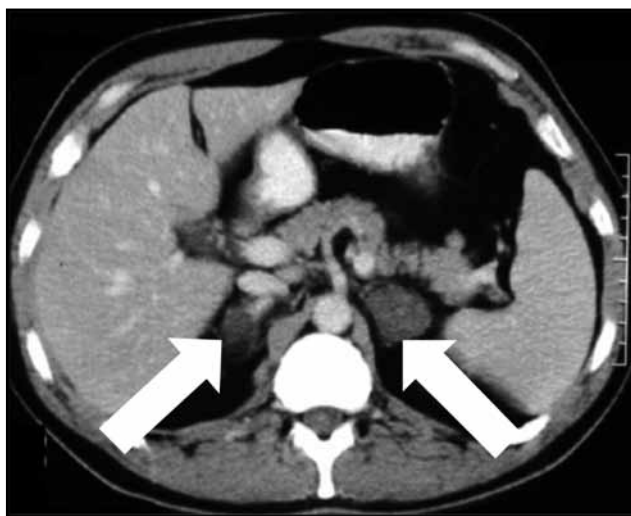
Hemorragia adrenal bilateral en TC de abdomen.
